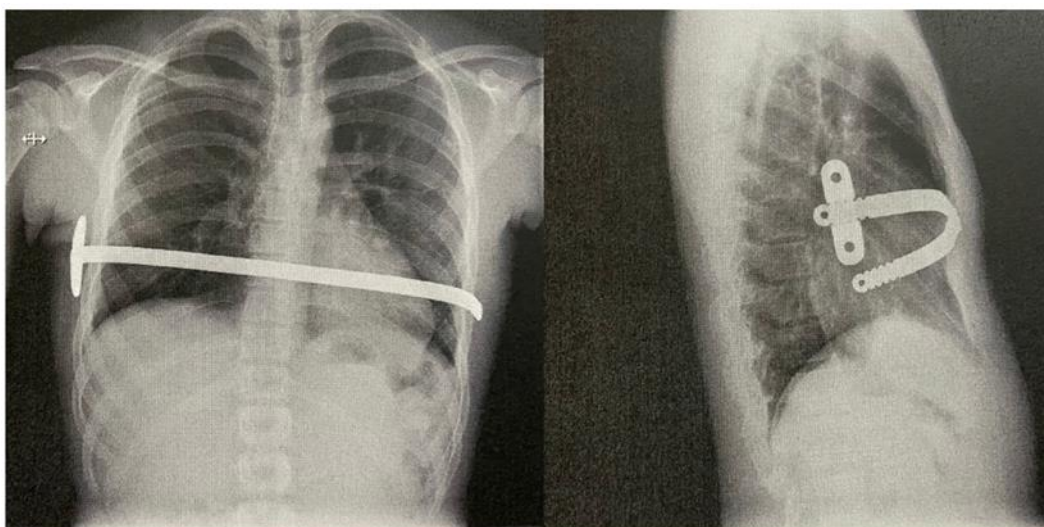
Radiografia no pós-cirúrgico imediato
